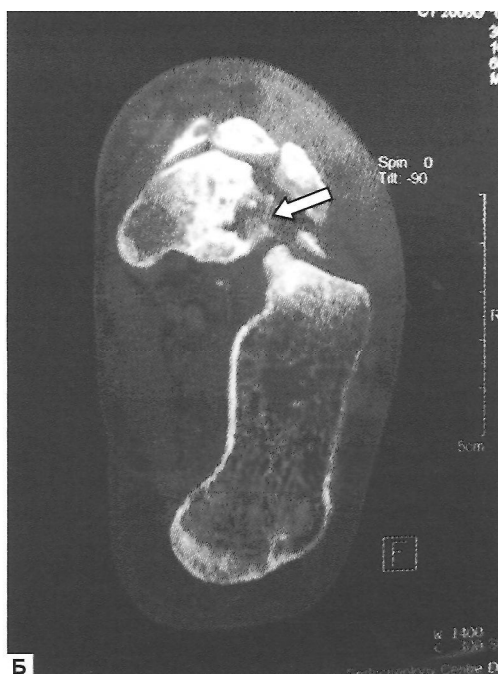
Результаты КТ в острой фазе диабетической остеоартропатии (рентгенопозитивная стадия). На сагитальной реконструкции (А) и поперечных срезах (Б) на фоне диффузного остеопороза костей предплюсны определяется деформация и фрагментация ладьевидной кости (стрелки) с обширными участками резорбции и смещением отдельных костных фрагментов
